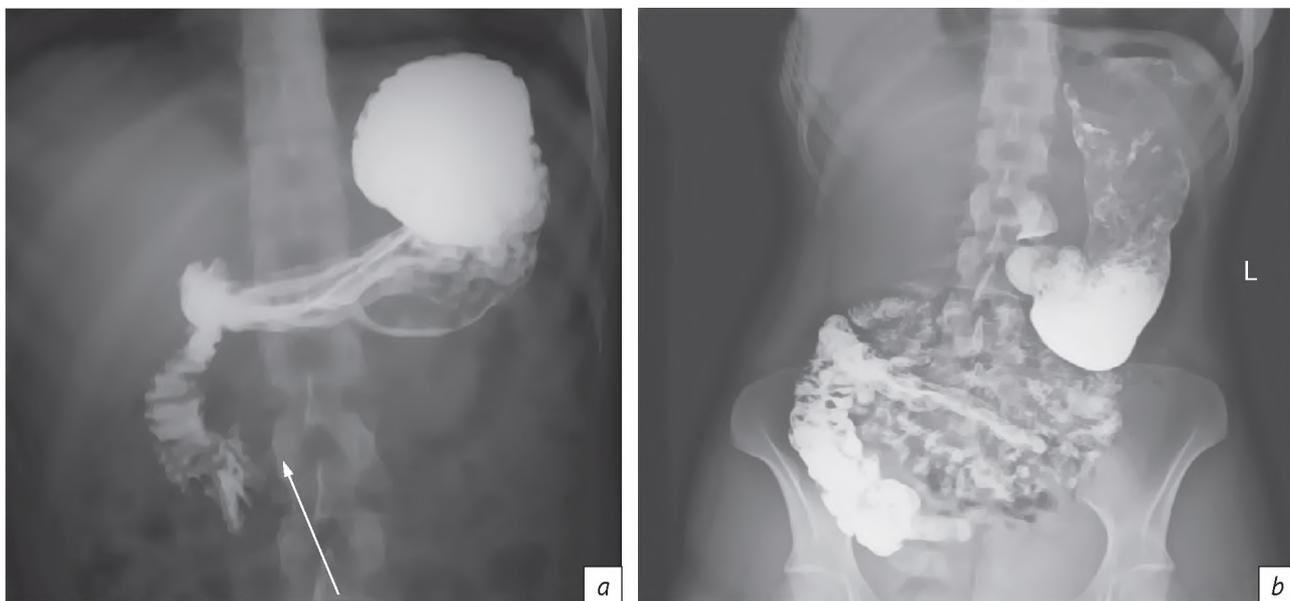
Рентгенологическое исследование с бариевой взвесью: *a* – задержка прохождения рентгеноконтрастного препарата из желудка в горизонтальный отдел двенадцатиперстной кишки; *b* – через 6 ч после перорального приема сульфата бария в желудке сохраняется 1/3 принятого рентгеноконтрастного препарата
